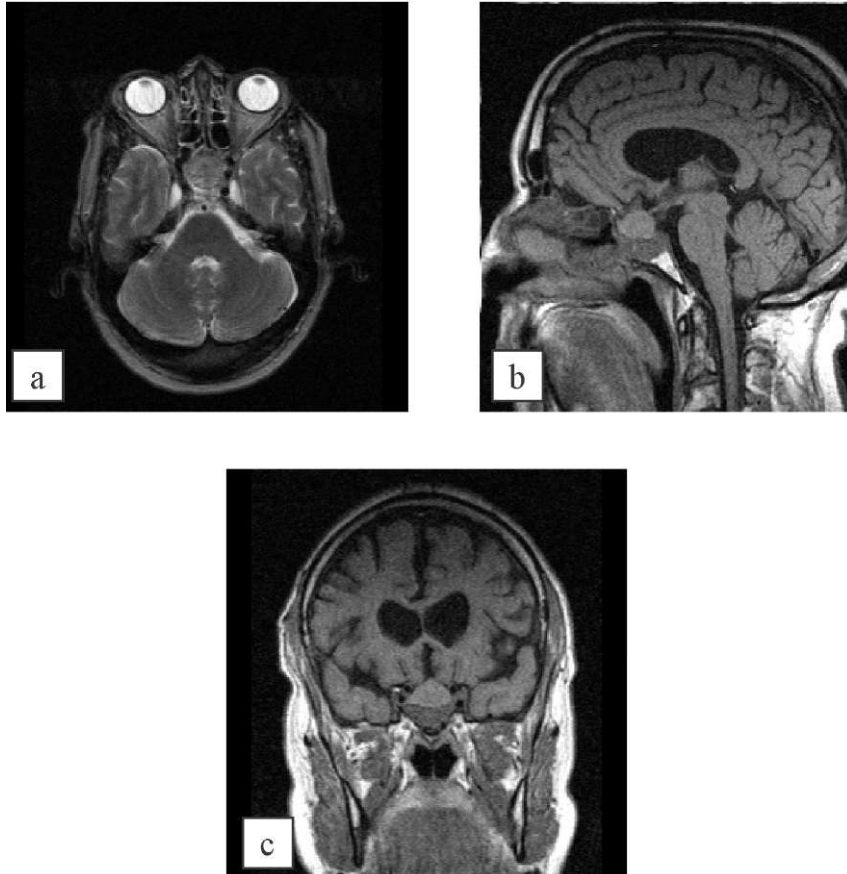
(а-с). Томограммы больного К., от 31.03.2010 г., послелучевой терапии. На томограммах, по сравнению с исследованием от 20.06.2009 г., (рис. 44, а-с) отмечается регресс размеров остаточной ткани аденомы, практически полное отсутствие перифокального отека. В настоящий момент размеры объема составляют: перед-незадний - 25 мм, краниокаудальный 16 мм, латеральный - 21 мм, (был 28 x 22 x 23 соответственно). Хиазмальный перекрест оттеснен кверху, практически освобожден от компрессии, положение его стало более пологим, однако верхняя часть аденомы прилежит к нему близко. Структура аденомы неоднородная, без
